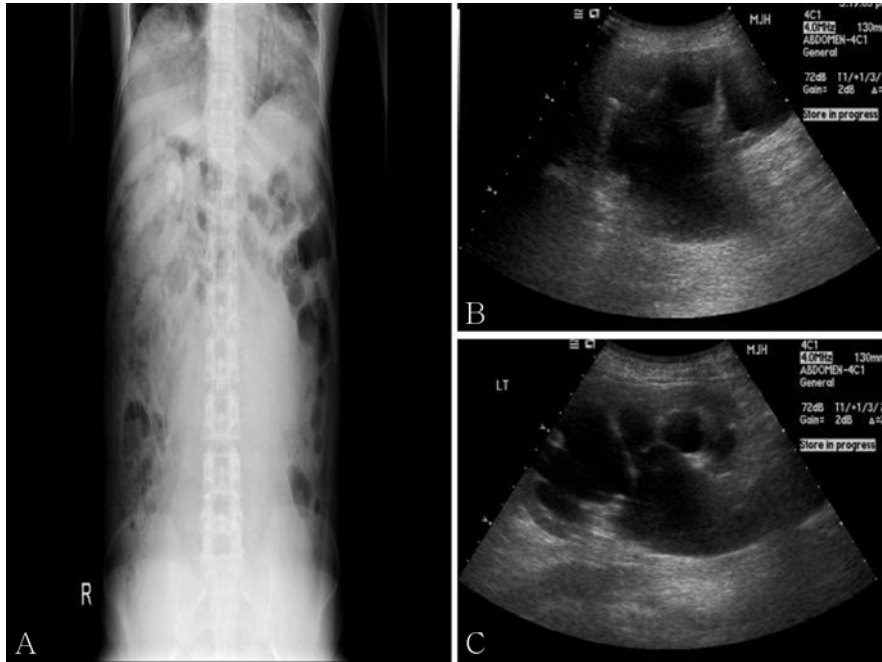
Abdomen X-ray (A) shows huge soft tissue mass density in abdomen and pelvis. Kidney ultrasonogram (B: right, C: left) shows marked hydronephrosis, both.
